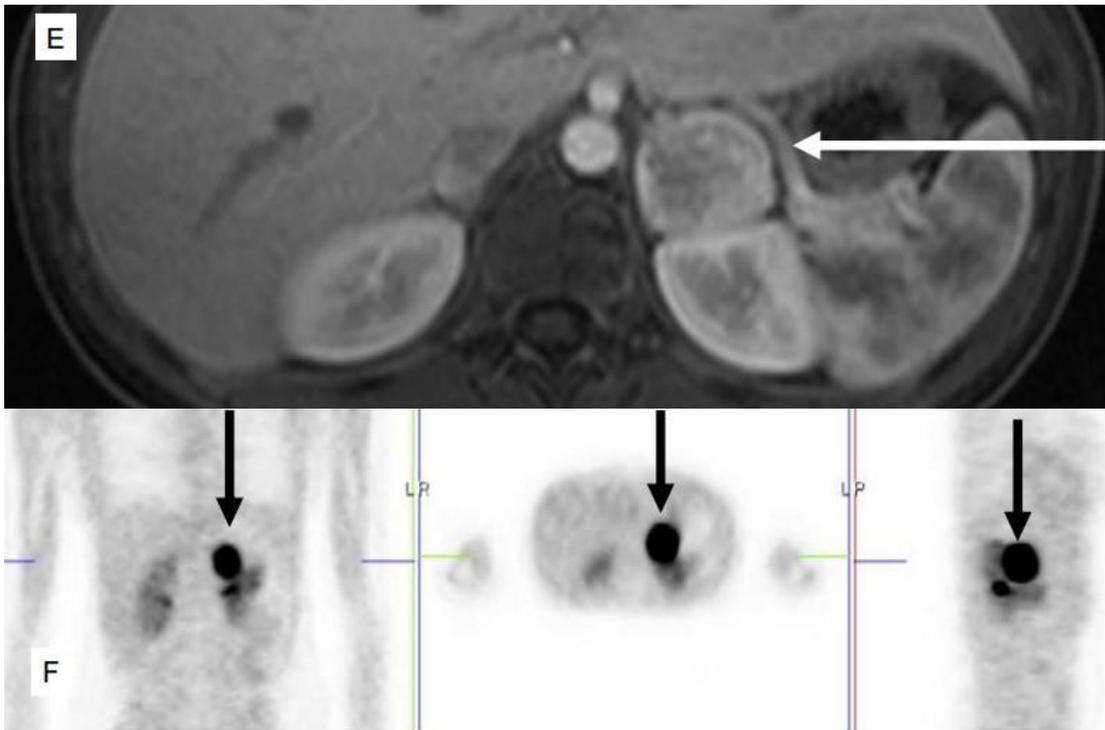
嗜铬细胞瘤开腹手术 (图 A, D) 和腹腔镜手术 (图 B, C) 后留下的疤痕。图 A: 两次肾上腺嗜铬细胞瘤手术后留下的疤痕。图 B: 双侧。图 C: 肾上腺 (图 E 中同一患者) 左下方嗜铬细胞瘤进行腹腔镜切除后的状况。图 D: 进行肾上腺双侧嗜铬细胞瘤开腹手术 10 年后的状况。图 E: 核磁共振成像, 俯视图和^[18F]DOPA-PET 成像。图 F: 正面、侧面和俯视图, 图 C 中同一患者。
